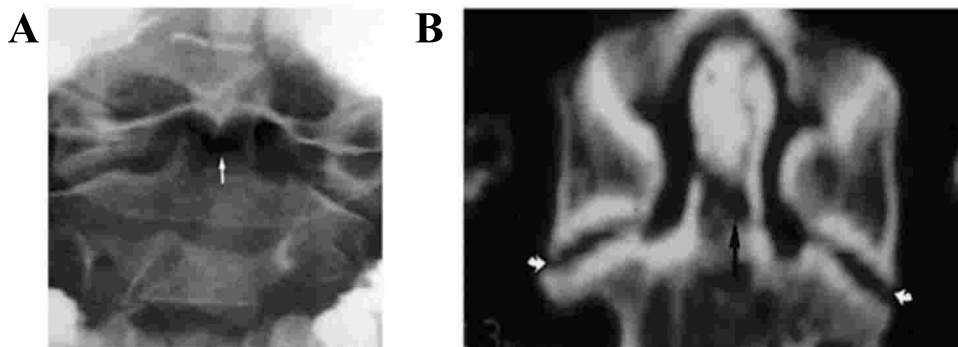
Fractura de Apófisis Odontoides vista con Rx en panel A; visión con TC en panel B.
